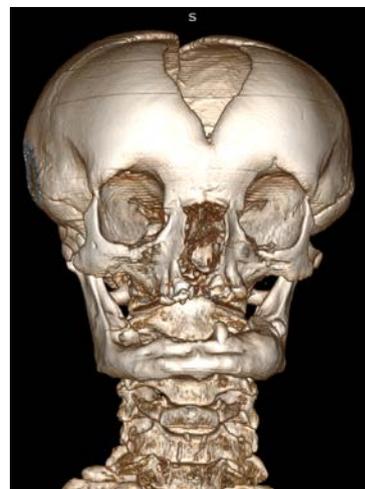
3D реконструкция компьютерной томографии черепа пациента И.
